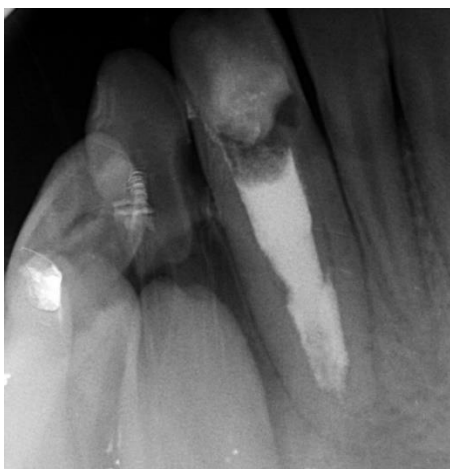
Ca (OH)₂ dressing radiography.
